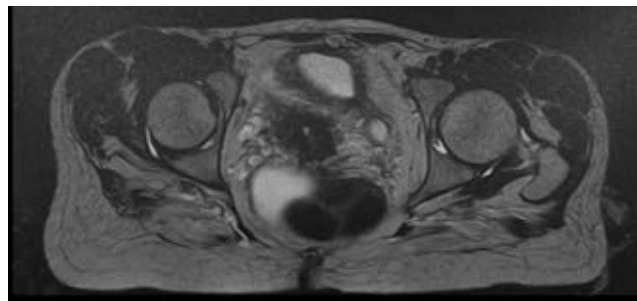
МРТ органов малого таза после двух циклов неoadъювантной полихимиотерапии от 14.07.2024
